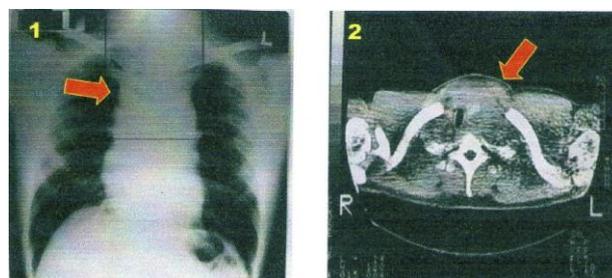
Foto Torak: perselubungan homogen mediastinum superior (1), CT Scan Torak: massa padat homogen di mediastinum superior anterior yang berlanjut ke regio colli anterior, sugestif neoplasma tiroid intratorakal (2)
